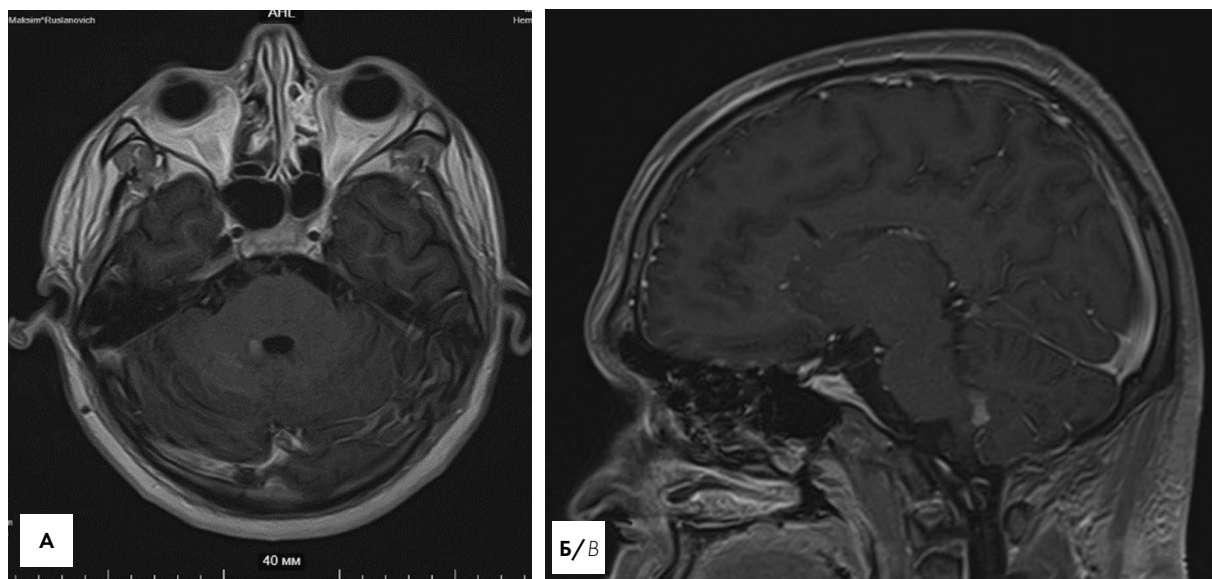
Контрольные МР-томограммы, T1-ВИ с внутривенным контрастным усилением, аксиальная (А), сагиттальная (Б) проекции, после проведения блоковой терапии. На МР-томограммах визуализируется резидуальное усиление МР-сигнала от ранее определяемого интратенториального новообразования, без тенденции к увеличению в размерах
